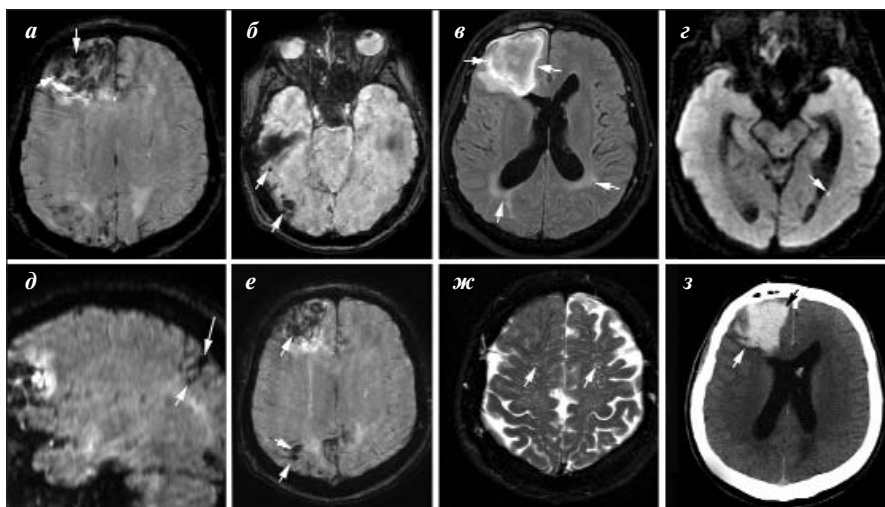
Пациент А., 64 лет, поступил в неврологическое отделение с жалобами на внезапно возникшую интенсивную боль в правой лобной области. АД при поступлении — 170/100 мм рт. ст. В неврологическом статусе отмечались легкий левосторонний центральный гемипарез, выраженные дизрегуляторные КН (21 балл по Монреальской когнитивной шкале — МоСА), кинетическая апраксия и грубый атактический синдром. За время лечения наблюдались два эпизода генерализованных тонико-клонических судорог. При кардиоваскулярном обследовании подтверждена гипертоническая болезнь и выявлен нестенозирующий атеросклероз сонных артерий. Переведен на второй этап реабилитации с результатом шкалы Рэнкина 4 балла (за счет КН и атаксии), даны рекомендации по коррекции сосудистых факторов риска, строгому контролю АД и приему противотромботических препаратов. Данные нейровизуализации: а — корково-подкорковая гематома в правой лобной доле, в структуре которой определяются два микрокровоизлияния, также заметны микрокровоизлияния в затылочно-теменных отделах (SWI); б — субкортикальные микрокровоизлияния в затылочно-височных отделах справа (SWI); в — задний лейкоареоз с тенденцией к распространению к полюсу затылочной доли (Fazekas 3; FLAIR); г — микроинфаркт в левой височной доле (DWI); д — микрокровоизлияние, переходящее в КПС (SWI); е — субкортикальные микрокровоизлияния в теменно-затылочных отделах справа (SWI), всего идентифицировано 27 микрокровоизлияний; ж — МРТ-видимые ПВП в области полуовального центра (MacLulich 3; T2); з — корково-подкорковая гематома в правой лобной доле (КТ)
